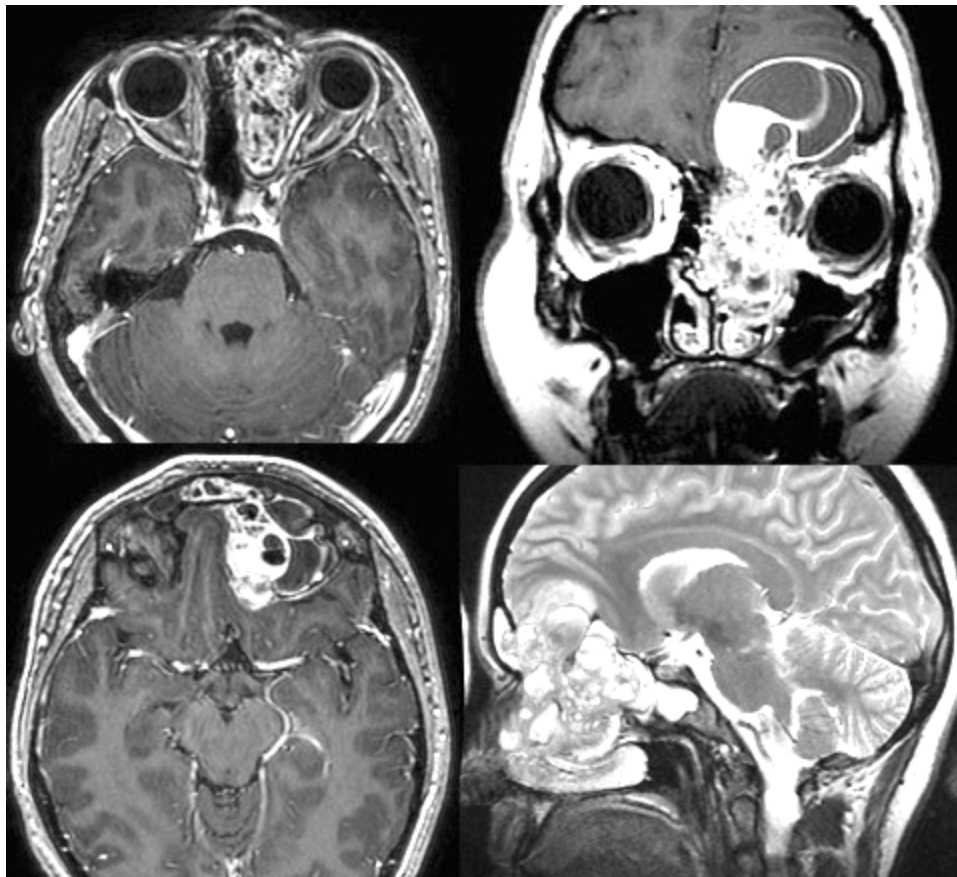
Наблюдение №3. МРТ до первой операции
